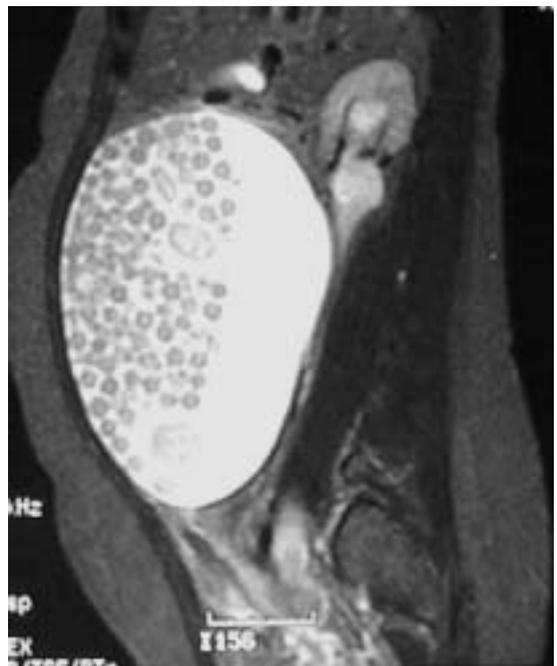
Imagen resonancia magnética.
